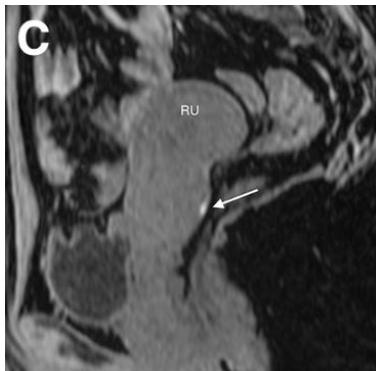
Image d'IRM avec suppression des graisses montrant un épaissement de la paroi vaginale (flèche) avec un point d'intensité de signal élevé en T1 mettant en évidence l'aspect typique d'une endométriose vaginale.
